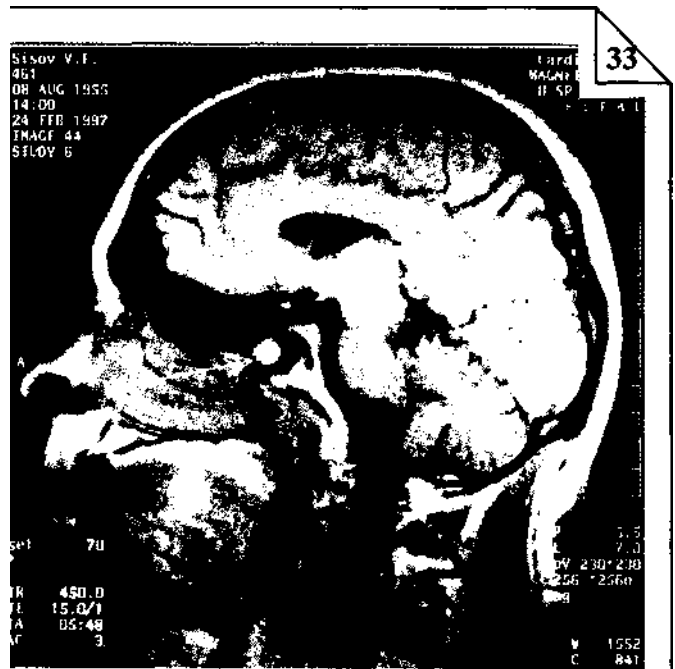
МР-томограмма черепа в сагиттальной проекции. Стрелкой указано образование шаровидной формы на дне клиновидной пазухи.
